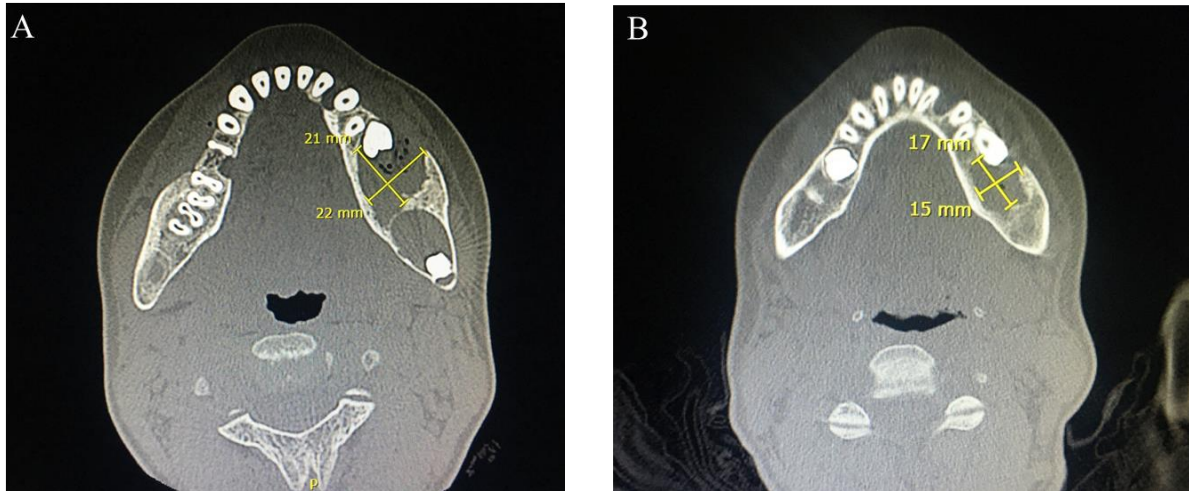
Comparação TC corte coronal 27/05/2019 x 08/04/2020
